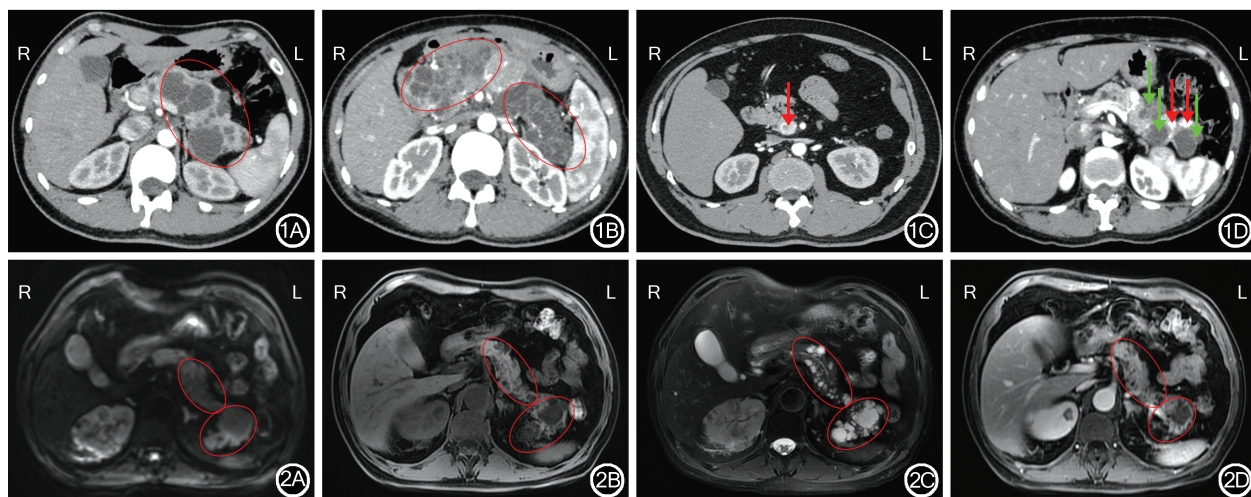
von Hippel-Lindau 综合征合并胰腺病变患者增强 CT 检查结果 1A:胰腺体尾部多发囊性病灶(椭圆所示),囊壁薄,无分隔,诊断为单纯性胰腺囊肿(多发);1B:胰腺头颈部、胰体尾部多发囊性病灶(椭圆所示),内有分隔伴强化,诊断为浆液性囊腺瘤(多发);1C:胰腺钩突部增强扫描动脉早期显示强化结节(↓),边界清晰,诊断为胰腺神经内分泌肿瘤;1D:胰腺体尾部增强扫描动脉早期显示多发强化结节(红色箭头所示),胰尾部可见多发囊性病灶(绿色箭头所示),考虑为胰腺神经内分泌肿瘤合并单纯性胰腺囊肿(多发)
